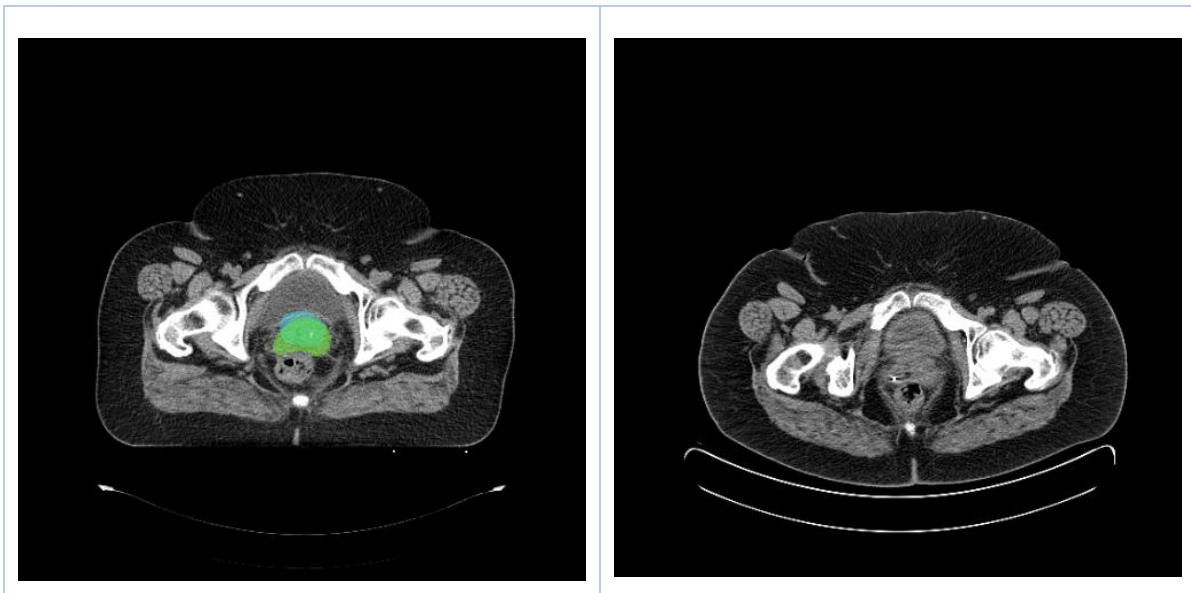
TC de planeamento com sobreposição de marcações GTV-TC, a verde, e GTV-SUV, a azul (esquerda). CT do PET que mostra o corte aproximadamente na mesma região anatómica do TC de planeamento (direita). De notar a existência de marcadores fiduciais inseridos no colo do útero.
